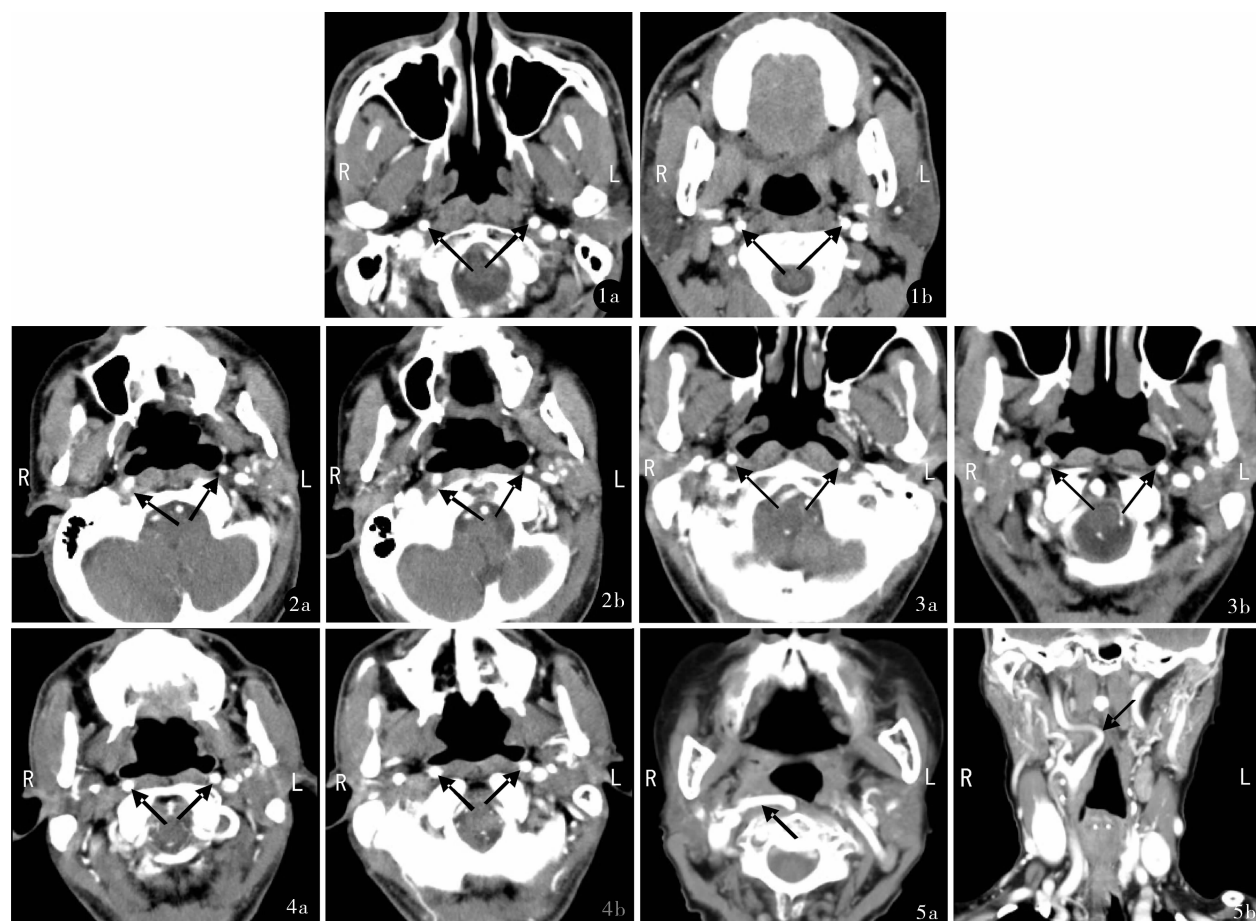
颈部水平位增强 CT 颈段颈内动脉走行位置 a:鼻咽平面颈内动脉走行位置;b:口咽平面颈内动脉走行位置 图 2 例 1 颈部水平位增强 CT,双侧颈内动脉在鼻咽平面走行表浅,右侧更明显 图 3 例 2 颈部水平位增强 CT,双侧颈内动脉在鼻咽平面走行表浅,左侧为著 图 4 例 3 颈部水平位增强 CT,双侧颈内动脉在鼻咽平面走行表浅,右侧为著 图 5 例 4 颈部水平位(a)及冠状位(b)增强 CT,右侧颈内动脉在口咽平面向中线迂曲走行
